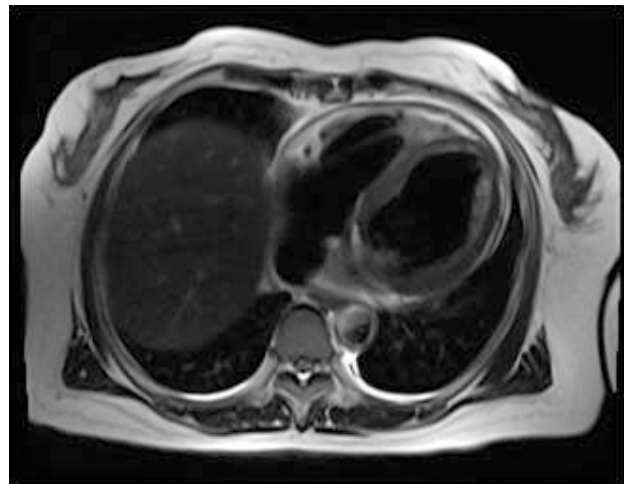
Magnetic resonance imaging demonstrating pericardial thickening.
